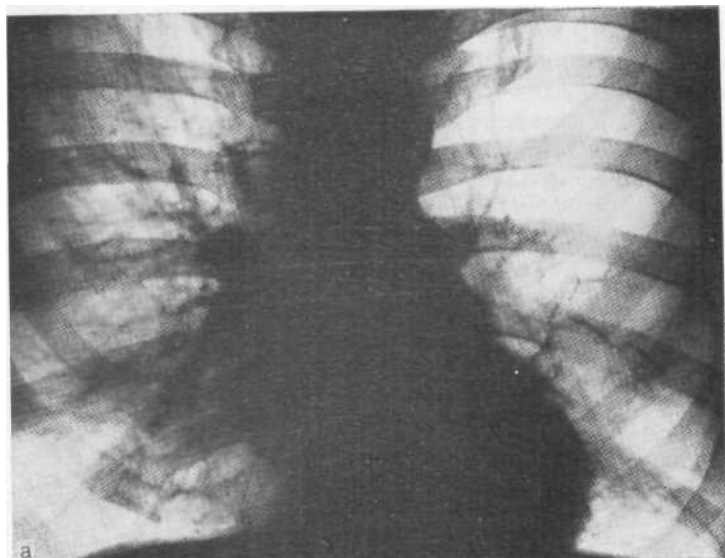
Обзорная рентгенограмма (а) и ангиопульмонограмма (б). Гипоплазия левой ветви легочной артерии.
